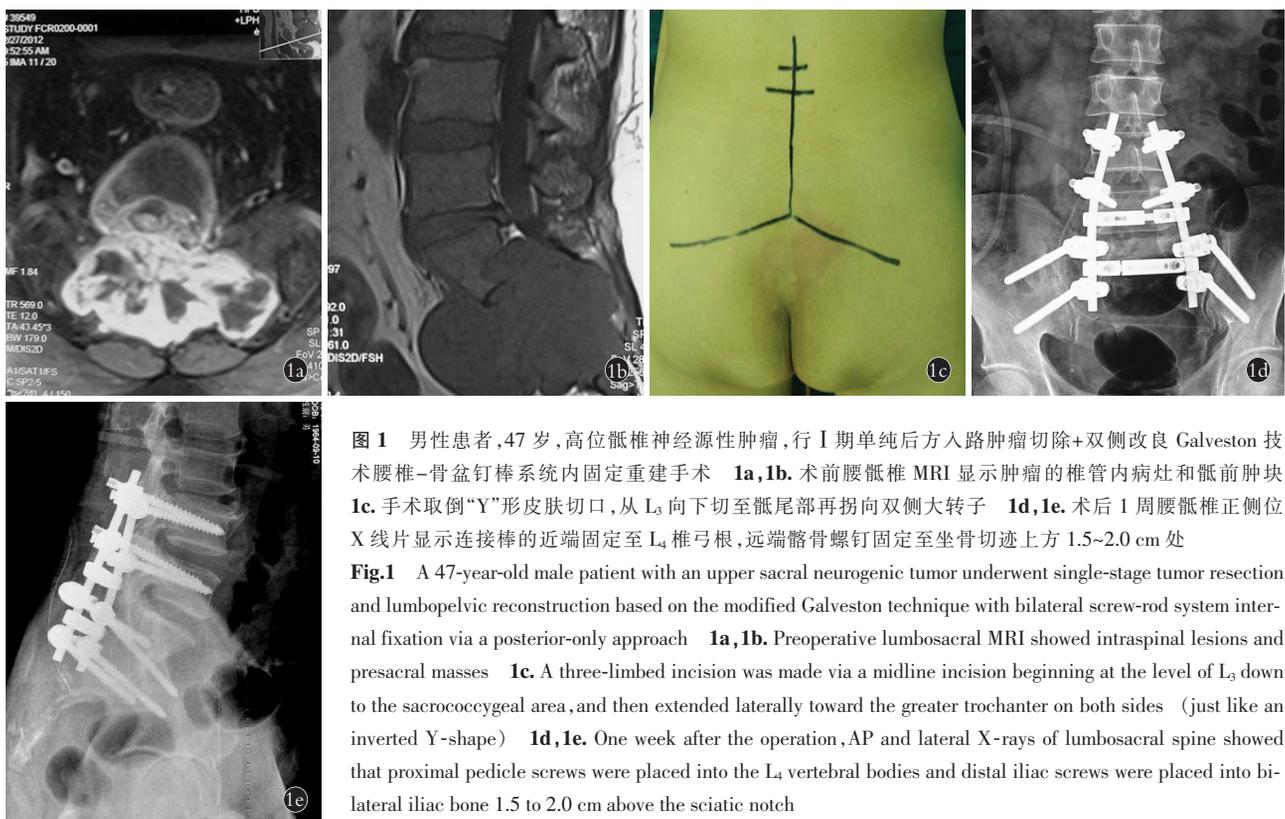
男性患者，47 岁，高位骶椎神经源性肿瘤，行 I 期单纯后方入路肿瘤切除+双侧改良 Galveston 技术腰椎-骨盆钉棒系统内固定重建手术 1a,1b. 术前腰骶椎 MRI 显示肿瘤的椎管内病灶和骶前肿块 1c. 手术取倒“Y”形皮肤切口，从 L₃ 向下切至骶尾部再拐向双侧大转子 1d,1e. 术后 1 周腰骶椎正侧位 X 线片显示连接棒的近端固定至 L₄ 椎弓根，远端髂骨螺钉固定至坐骨切迹上方 1.5~2.0 cm 处
